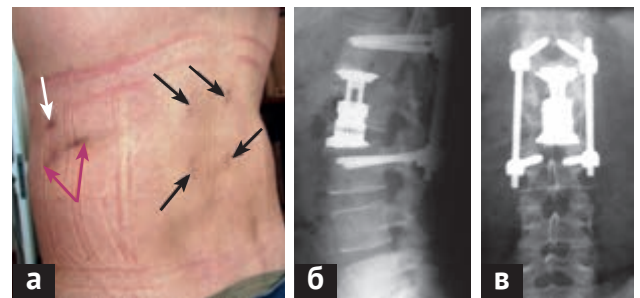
Минимально инвазивное хирургическое вмешательство при неосложненном компрессионном переломе L_{II} позвонка: *a* — вид кожных разрезов после чрескожной транспедикулярной фиксации (1,5 см каждый, черные стрелки) и после мини-люмботомии (6 см, красная двойная стрелка) и одного отверстия для эндоскопа (1,5 см, белая стрелка); *б* — боковая и *в* — прямая проекции рентгенограммы этого больного после операции — заднего транспедикулярного спондилодеза L_{II} - L_{III} и переднего спондилодеза телескопическим протезом тела позвонка
